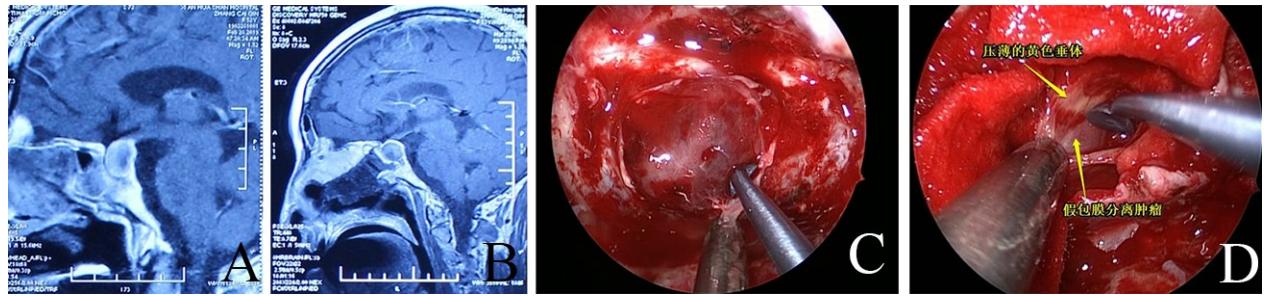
应用“筷子技术”进行鼻内镜经鼻入路手术切除垂体腺瘤前后 MRI 及术中内镜观察表现
